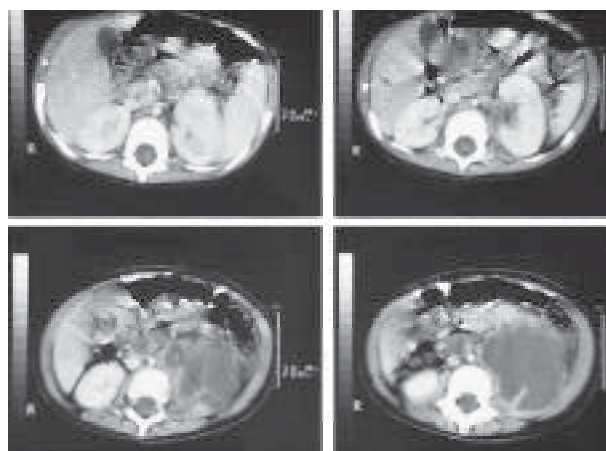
TC abdominal. Formación hipodensa que ocupa el espacio del psoas y el cuadrante lumbar del lado izquierdo.
